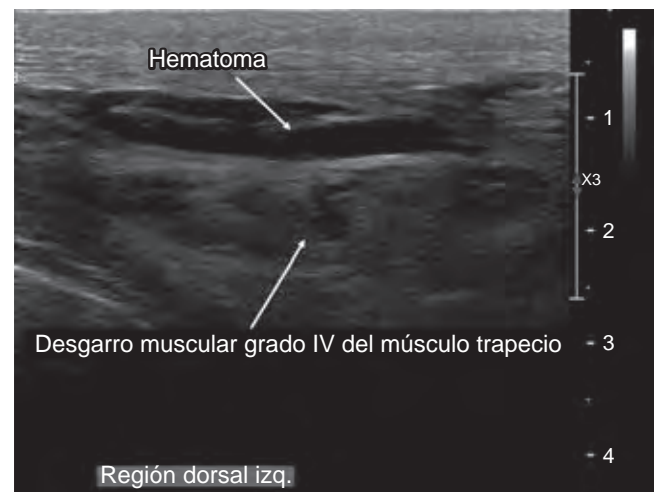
Imagen ultrasonográfica de la lesión que muestra desgarro muscular grado IV por ruptura total del músculo trapecio izquierdo nivel de T8-9 y hematoma intermuscular de 5 cm de diámetro.
